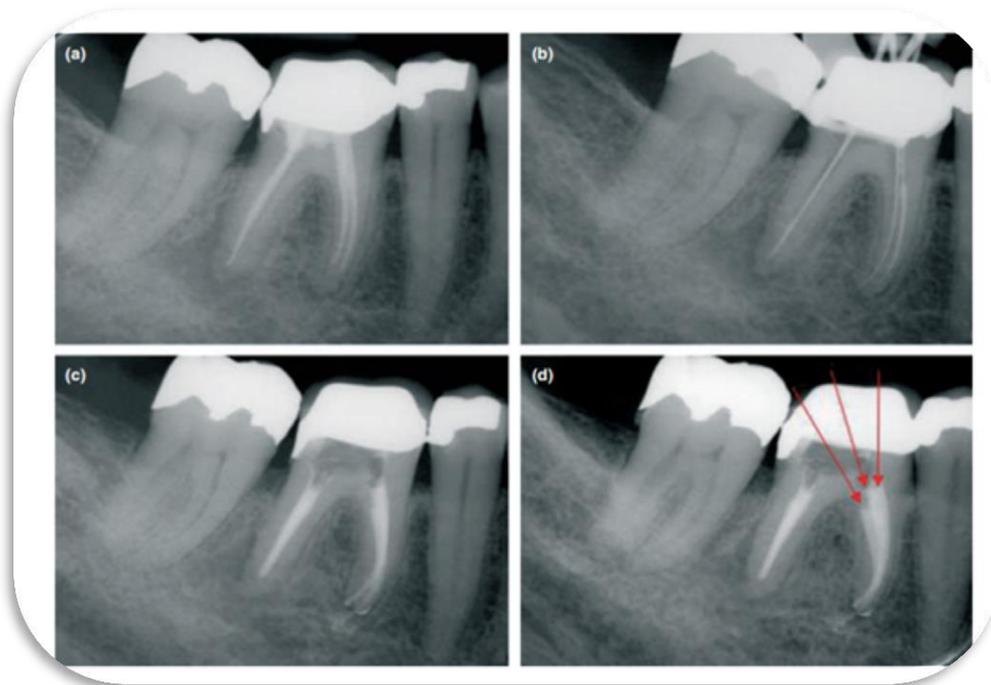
Radiografías periapicales de un primer molar mandibular inferior derecho con tratamiento radicular. (a) Pretratamiento en la cual la radiografía revela tres conductos bien obturados (dos mesiales y uno distal) (c, d) después del tratamiento se muestra en la radiografía dos conductos adicionales que han sido identificados y tratados, las flechas indican la entrada de cada uno de los tres conductos mesiales. Estos conductos adicionales no se identificaron en la radiografía de pre-tratamiento o en (c) <sup>(17)</sup>.
